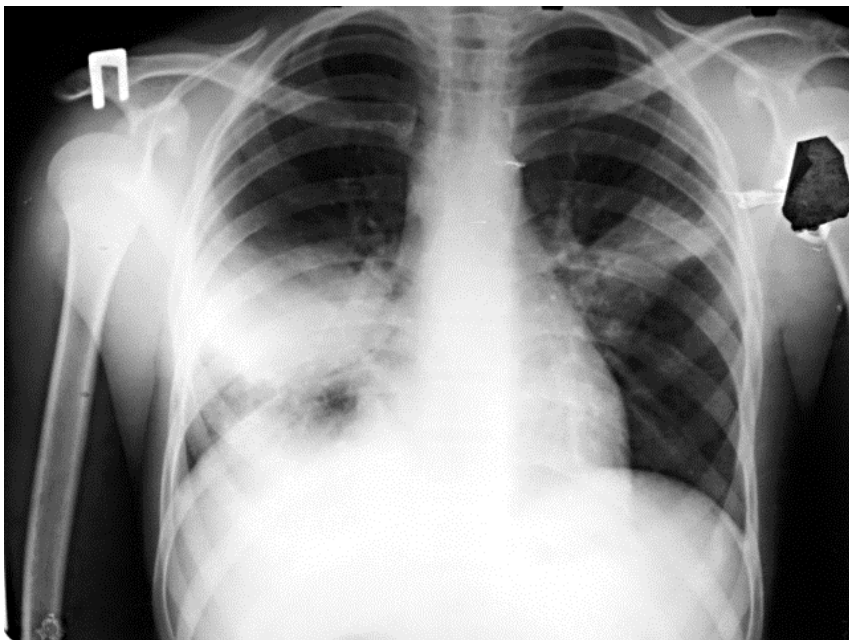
Пряма оглядова рентгенограма хв. Л. Випіт у нижньому відділі великої міжчасткової щілини справа і верхньому відділі великої міжчасткової щілини зліва
